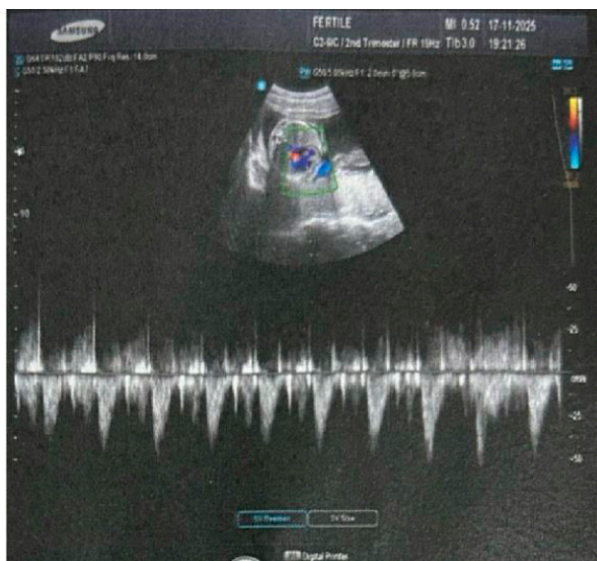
US obstétrico com Doppler de 23 semanas.
